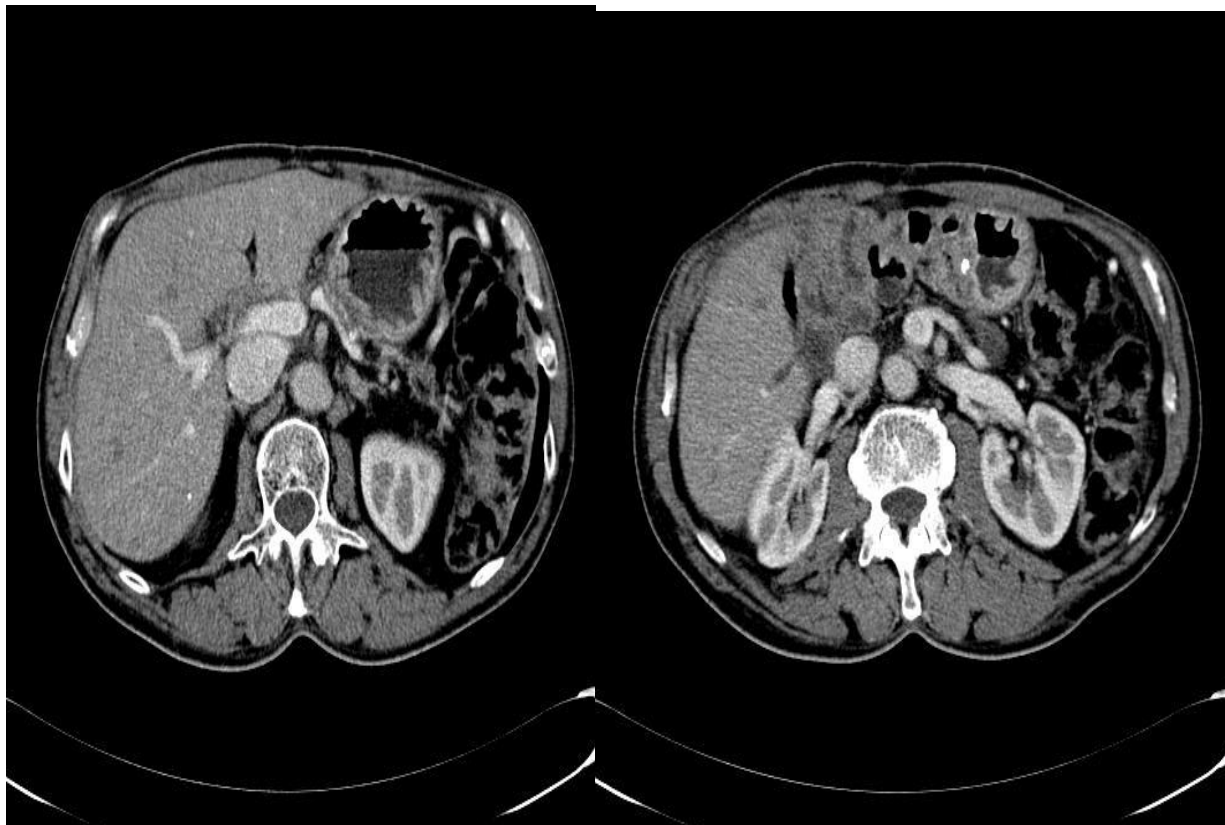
МСКТ: відсутність візуалізації кукси підшлункової залози після кріоабляції через 2 роки після операції. Дані за локорегіонарний рецидив відсутні.
